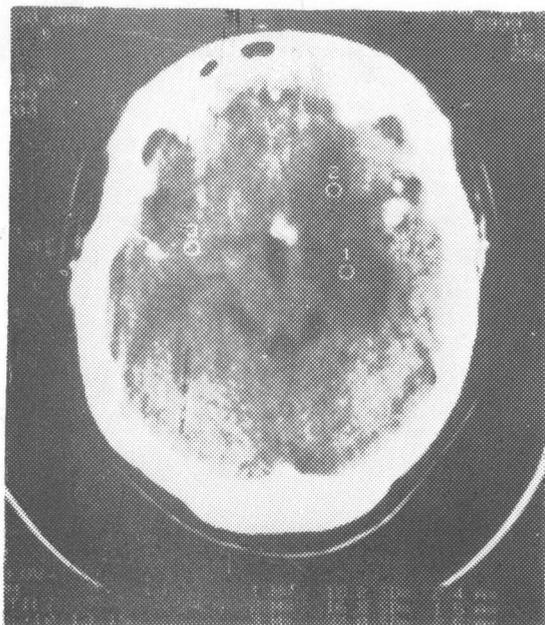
例1女, 33岁, CO中毒后34天 CT示, 左侧基底节区低密度影, CT值21.5Hu, 大小约 $5.0 \times 4.9$ mm, 其边缘可见斑片状高密度影, 左侧侧脑室受压变窄。CT诊断: CO中毒后脑缺血伴少量出血。
